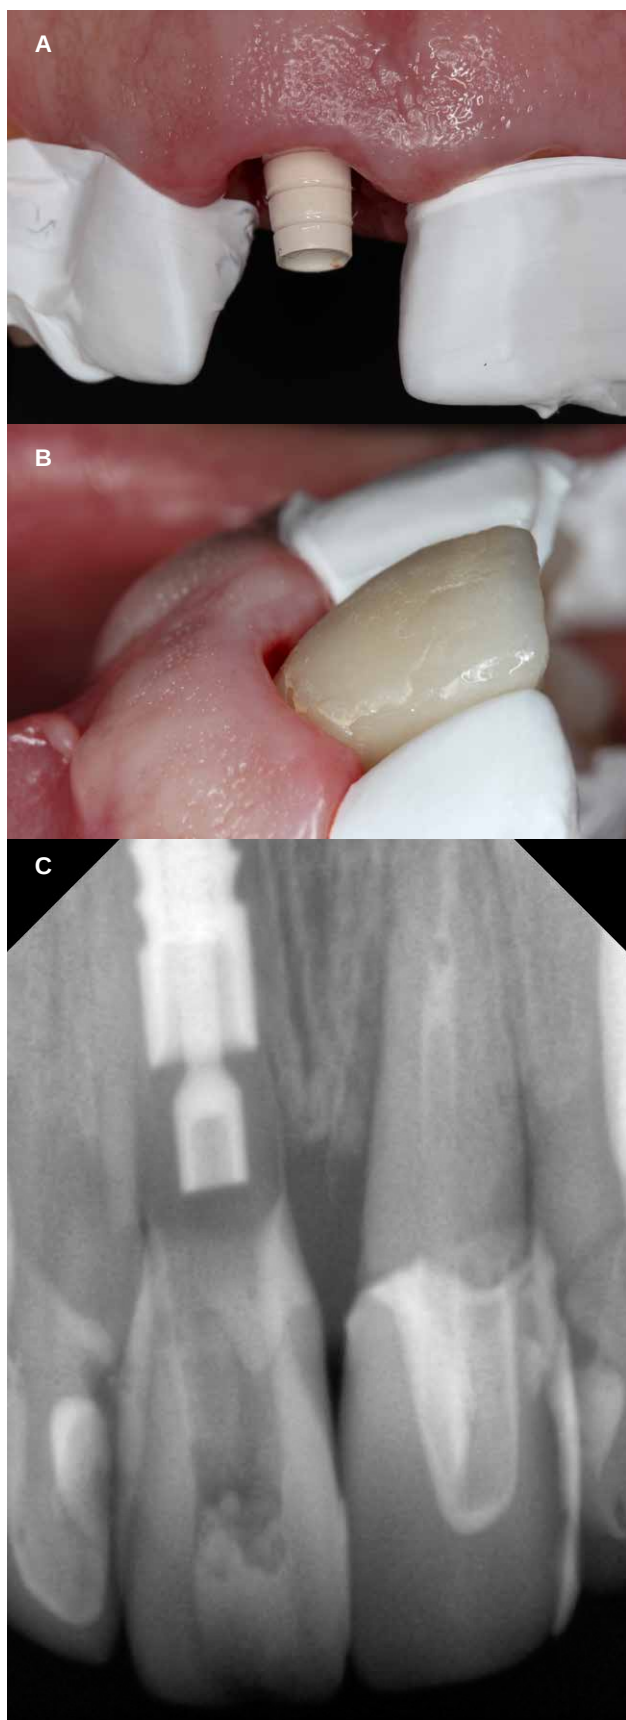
A. Pilar PYRTA en el momento de la fabricación de la prótesis de carga inmediata. B. Prótesis de Carga Inmediata. C. Radiografía de control con la prótesis de carga inmediata.
